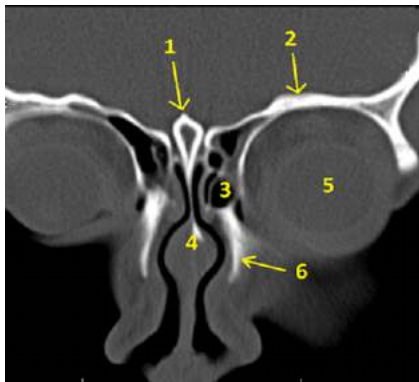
Koronal paranasal sinüs BT; sağ frontal sinüs (1), sol frontal sinüsteki mukozal kalınlaşma (2), nazal kemikler (3), nazal septum (4)
